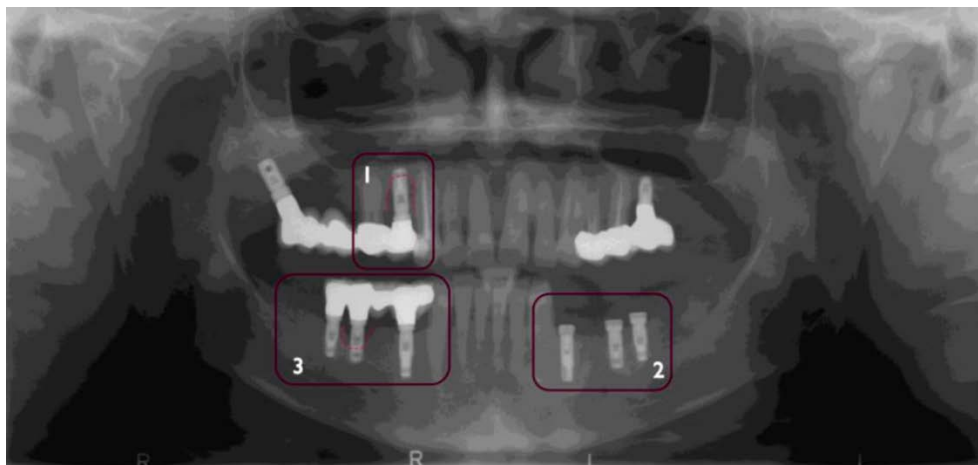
Radiografía del 3 de marzo del 2010. [Fuente: Hospital Clínico San Carlos]
